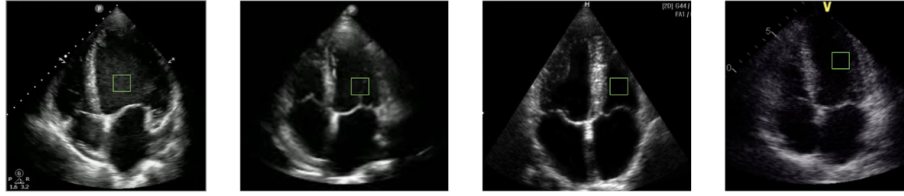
Conjunto de ecocardiogramas que identifican el ventrículo izquierdo del corazón.
